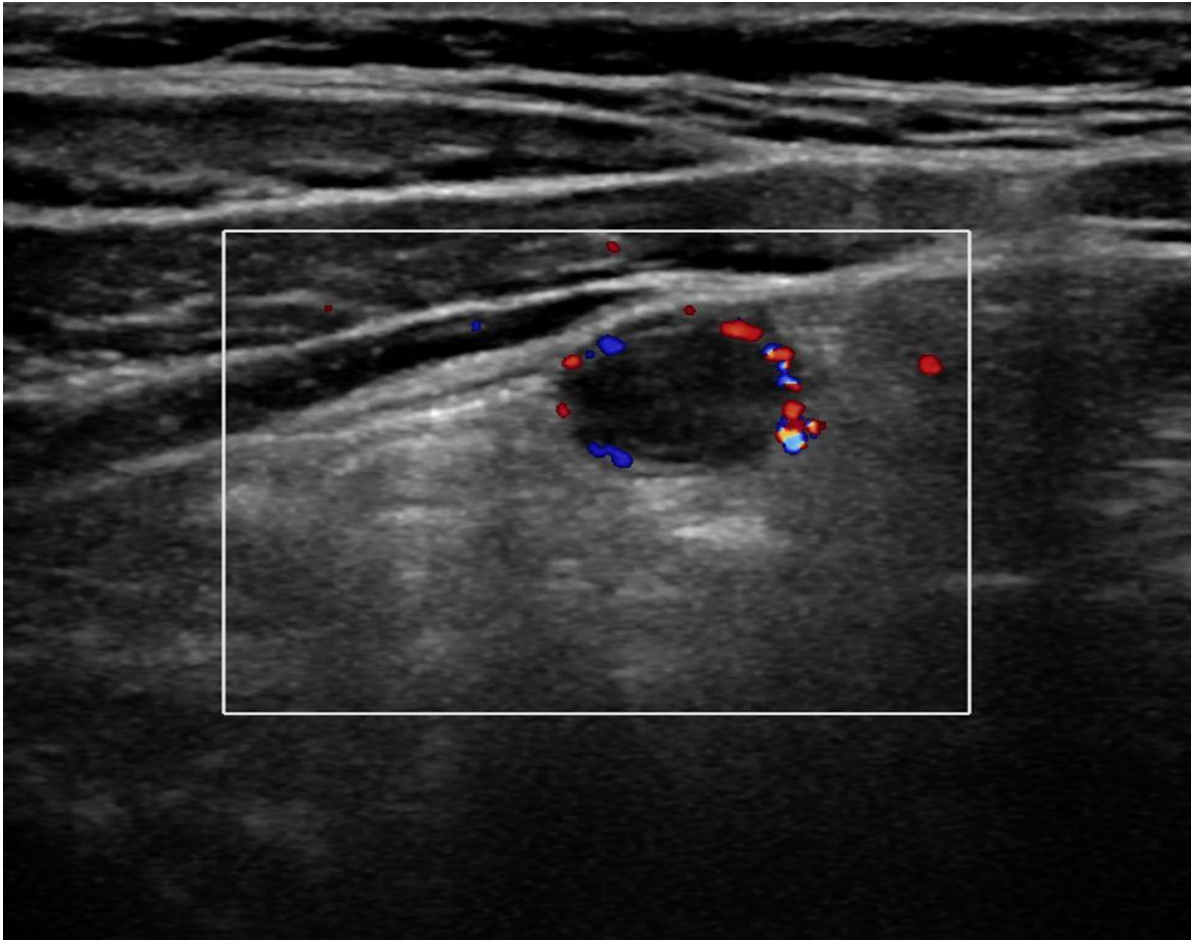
Sonographisches Bild einer regelrechten Appendix vermiformis bei einer 17-jährigen Patientin (Diameter ca. 5 mm). (© UKE).
